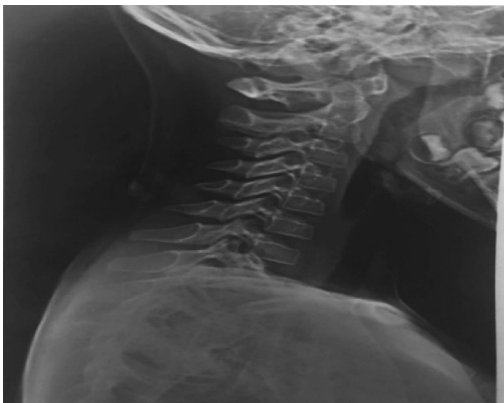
Рентгенограмма шейного отдела позвоночника ребенка Г., в боковой проекции – расширение щели в срединно-атланта-осевом суставе (сустав Крювелье).
